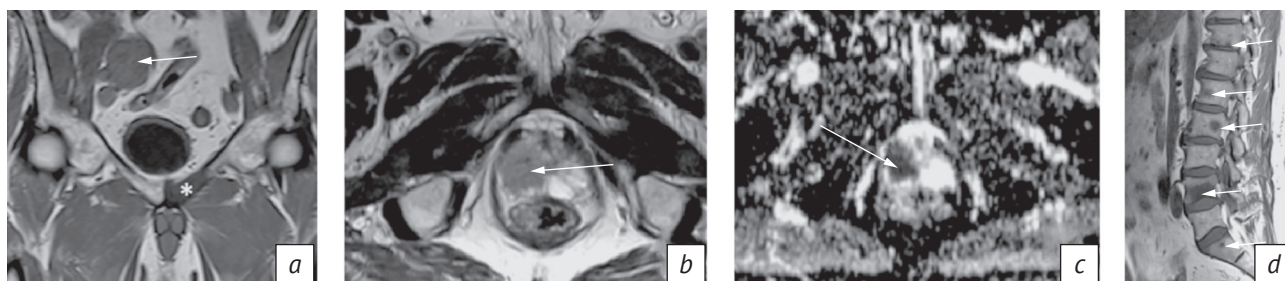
МРТ предстательной железы до лечения агонистом ЛГРГ:
